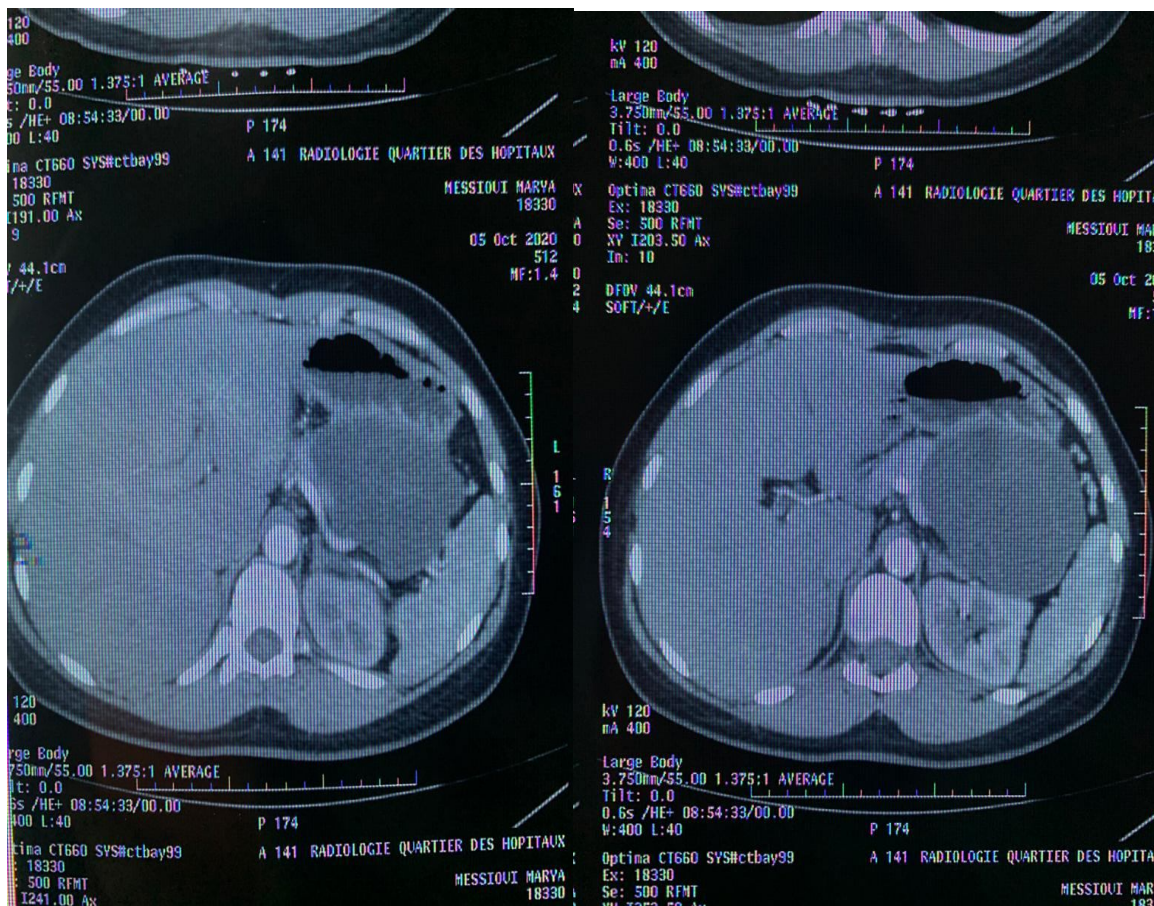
TDM Abdominal d'une masse multiloculaire corporeocaudal (1)
